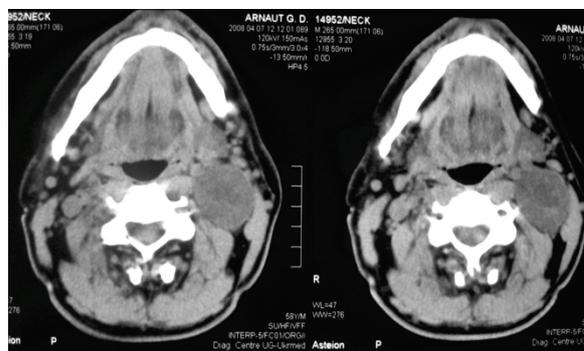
СКТ шеи у больного А. Определяется опухолевидное образование фарингопарафарингеального пространства в центре с полостью распада неправильной формы. Диагноз: боковая киста шеи.
